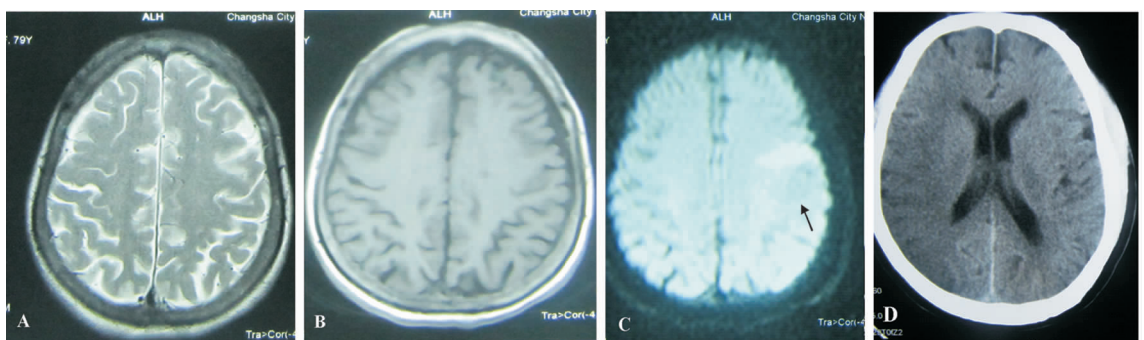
头部 MRI、CT 检查结果。A、B: T_1 和 T_2 信号无异常。C: 左顶叶 DWI 信号示新发脑梗死。D: CT 示右侧额,顶,颞脑梗死。
